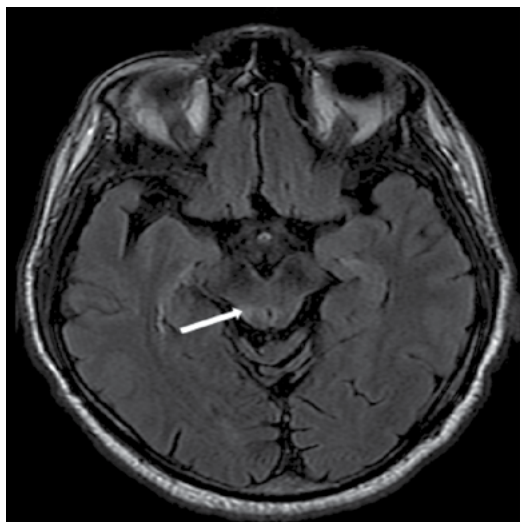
Аксиальный срез головного мозга пациента К. в режиме T2 FLAIR. Стрелкой указаны резидуальные изменения в среднем мозге (вероятно, постметаболического характера)
